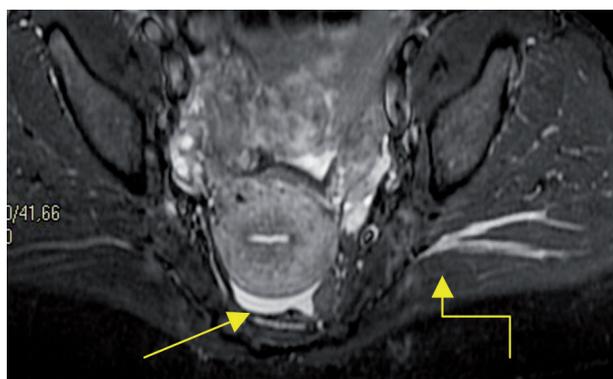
RM pelvi in scansione assiale: aumento di calibro ed iperintensità di segnale a livello della spina ischiatica (freccia spezzata) in paziente con dolore pelvico cronico e raccolta infiammatoria nel cavo di Douglas (freccia singola) dopo intervento di STARR per defecazione ostruita.
